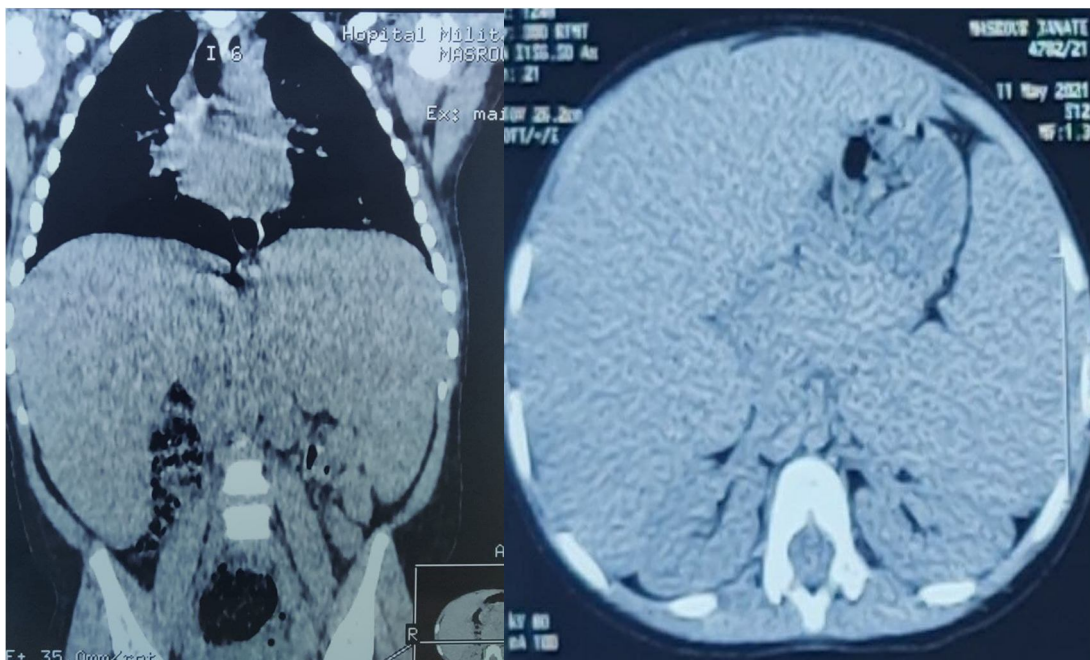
TDM abdominale avec reconstruction*
